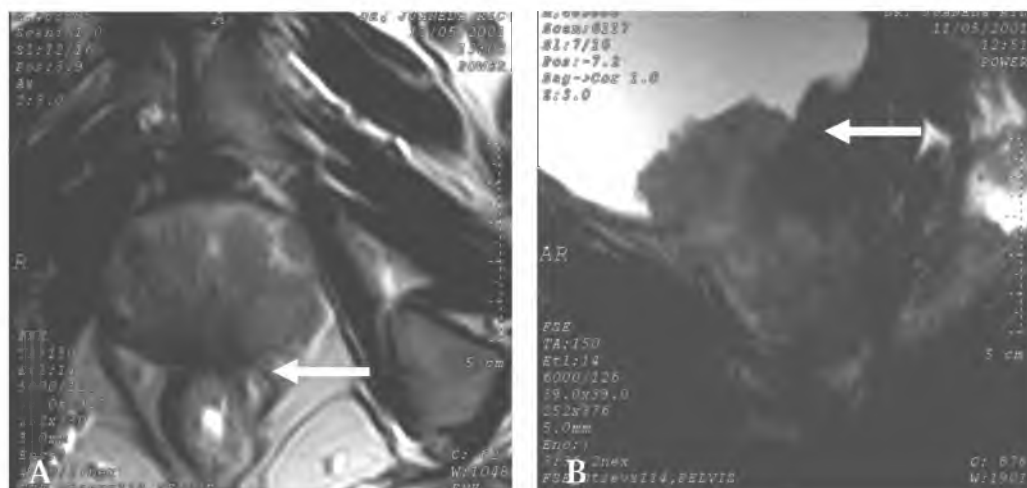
A. Imagen IRM en plano axial ponderando T1: cáncer avanzado con infiltración de la pared del recto (Flecha). B. Plano sagital ponderando T2: infiltración de la pared en el piso de la vejiga (Flecha), con aspecto heterogéneo de la próstata.
